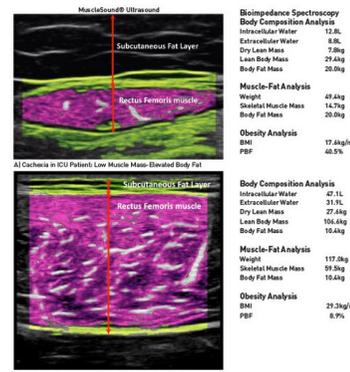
Examples of Muscle Ultrasound of the rectus femoris muscle- and Total Body Composition analysis using MuscleSound® ultrasound analysis (muscle quality and size) and Segmental Bioelectrical Impedance Spectroscopy (S-BIS) measurements (InBody S10).
